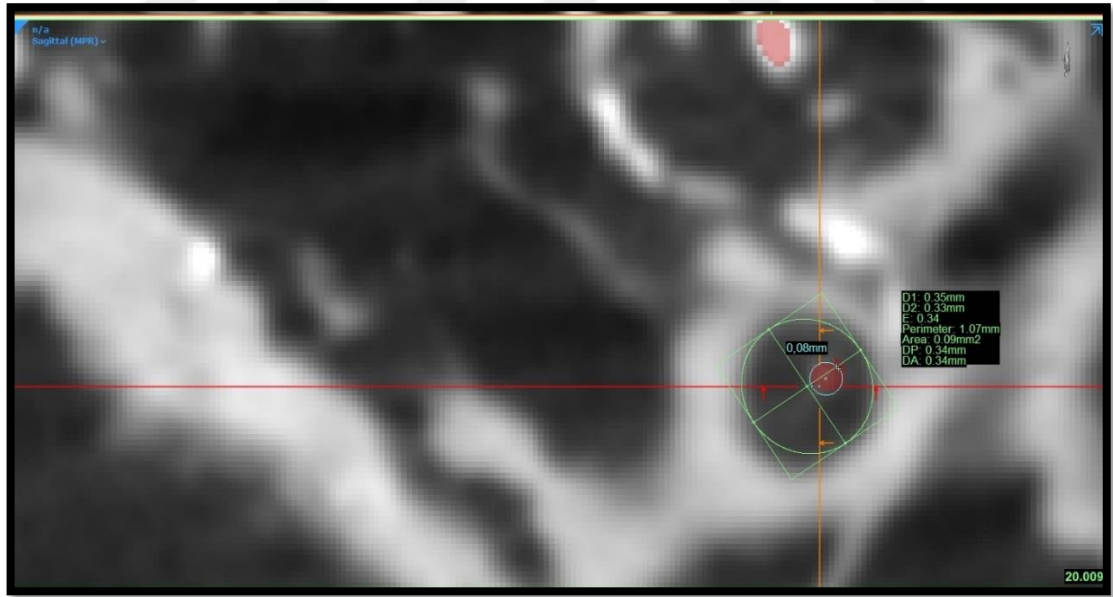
Os triquetrum'un mikro-bilgisayarlı tomografi ile incelenme aşamaları
